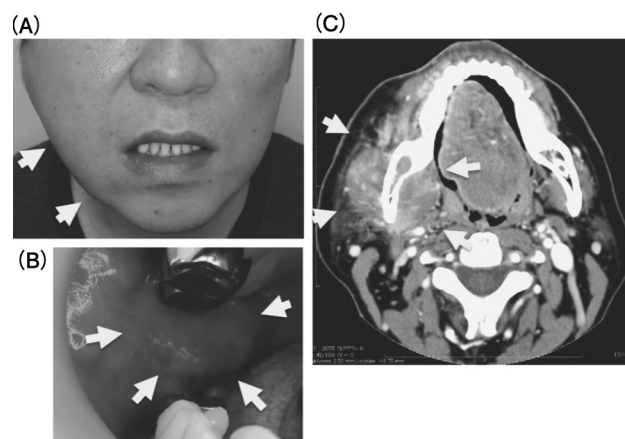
(A) 右頬部の腫大。(B) 口腔側からの頬粘膜の腫脹（同部位から生検）。(C) 造影 CT
